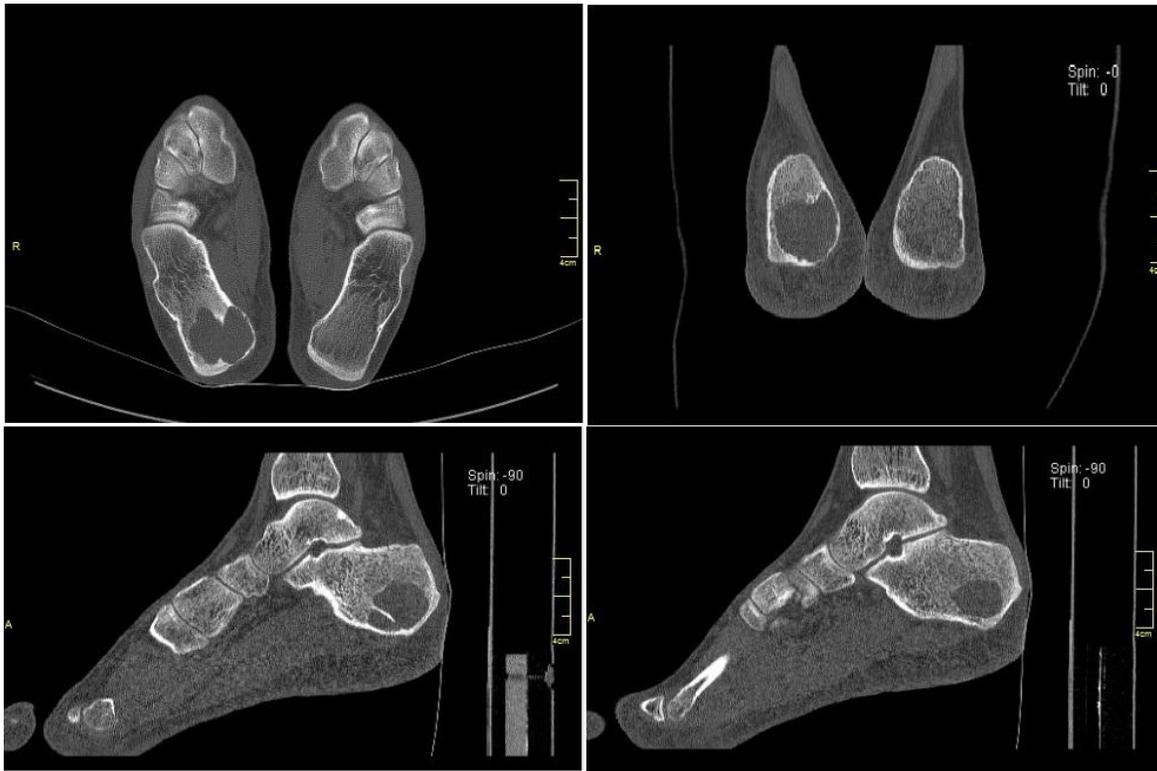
Imagen de TAC del calcáneo derecho que muestra el quiste óseo aneurismático
